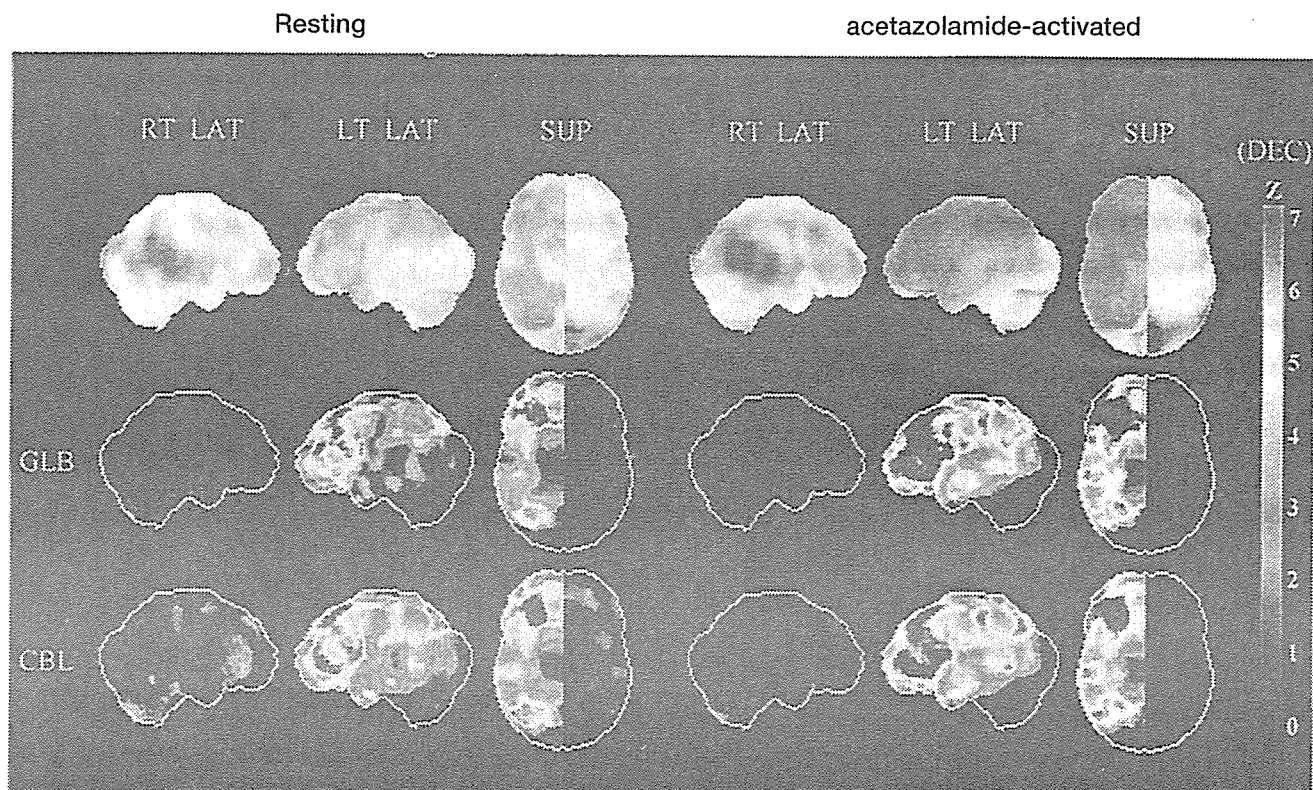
図4-6の症例での術前脳血流 SPECT の Z score 画像解析
